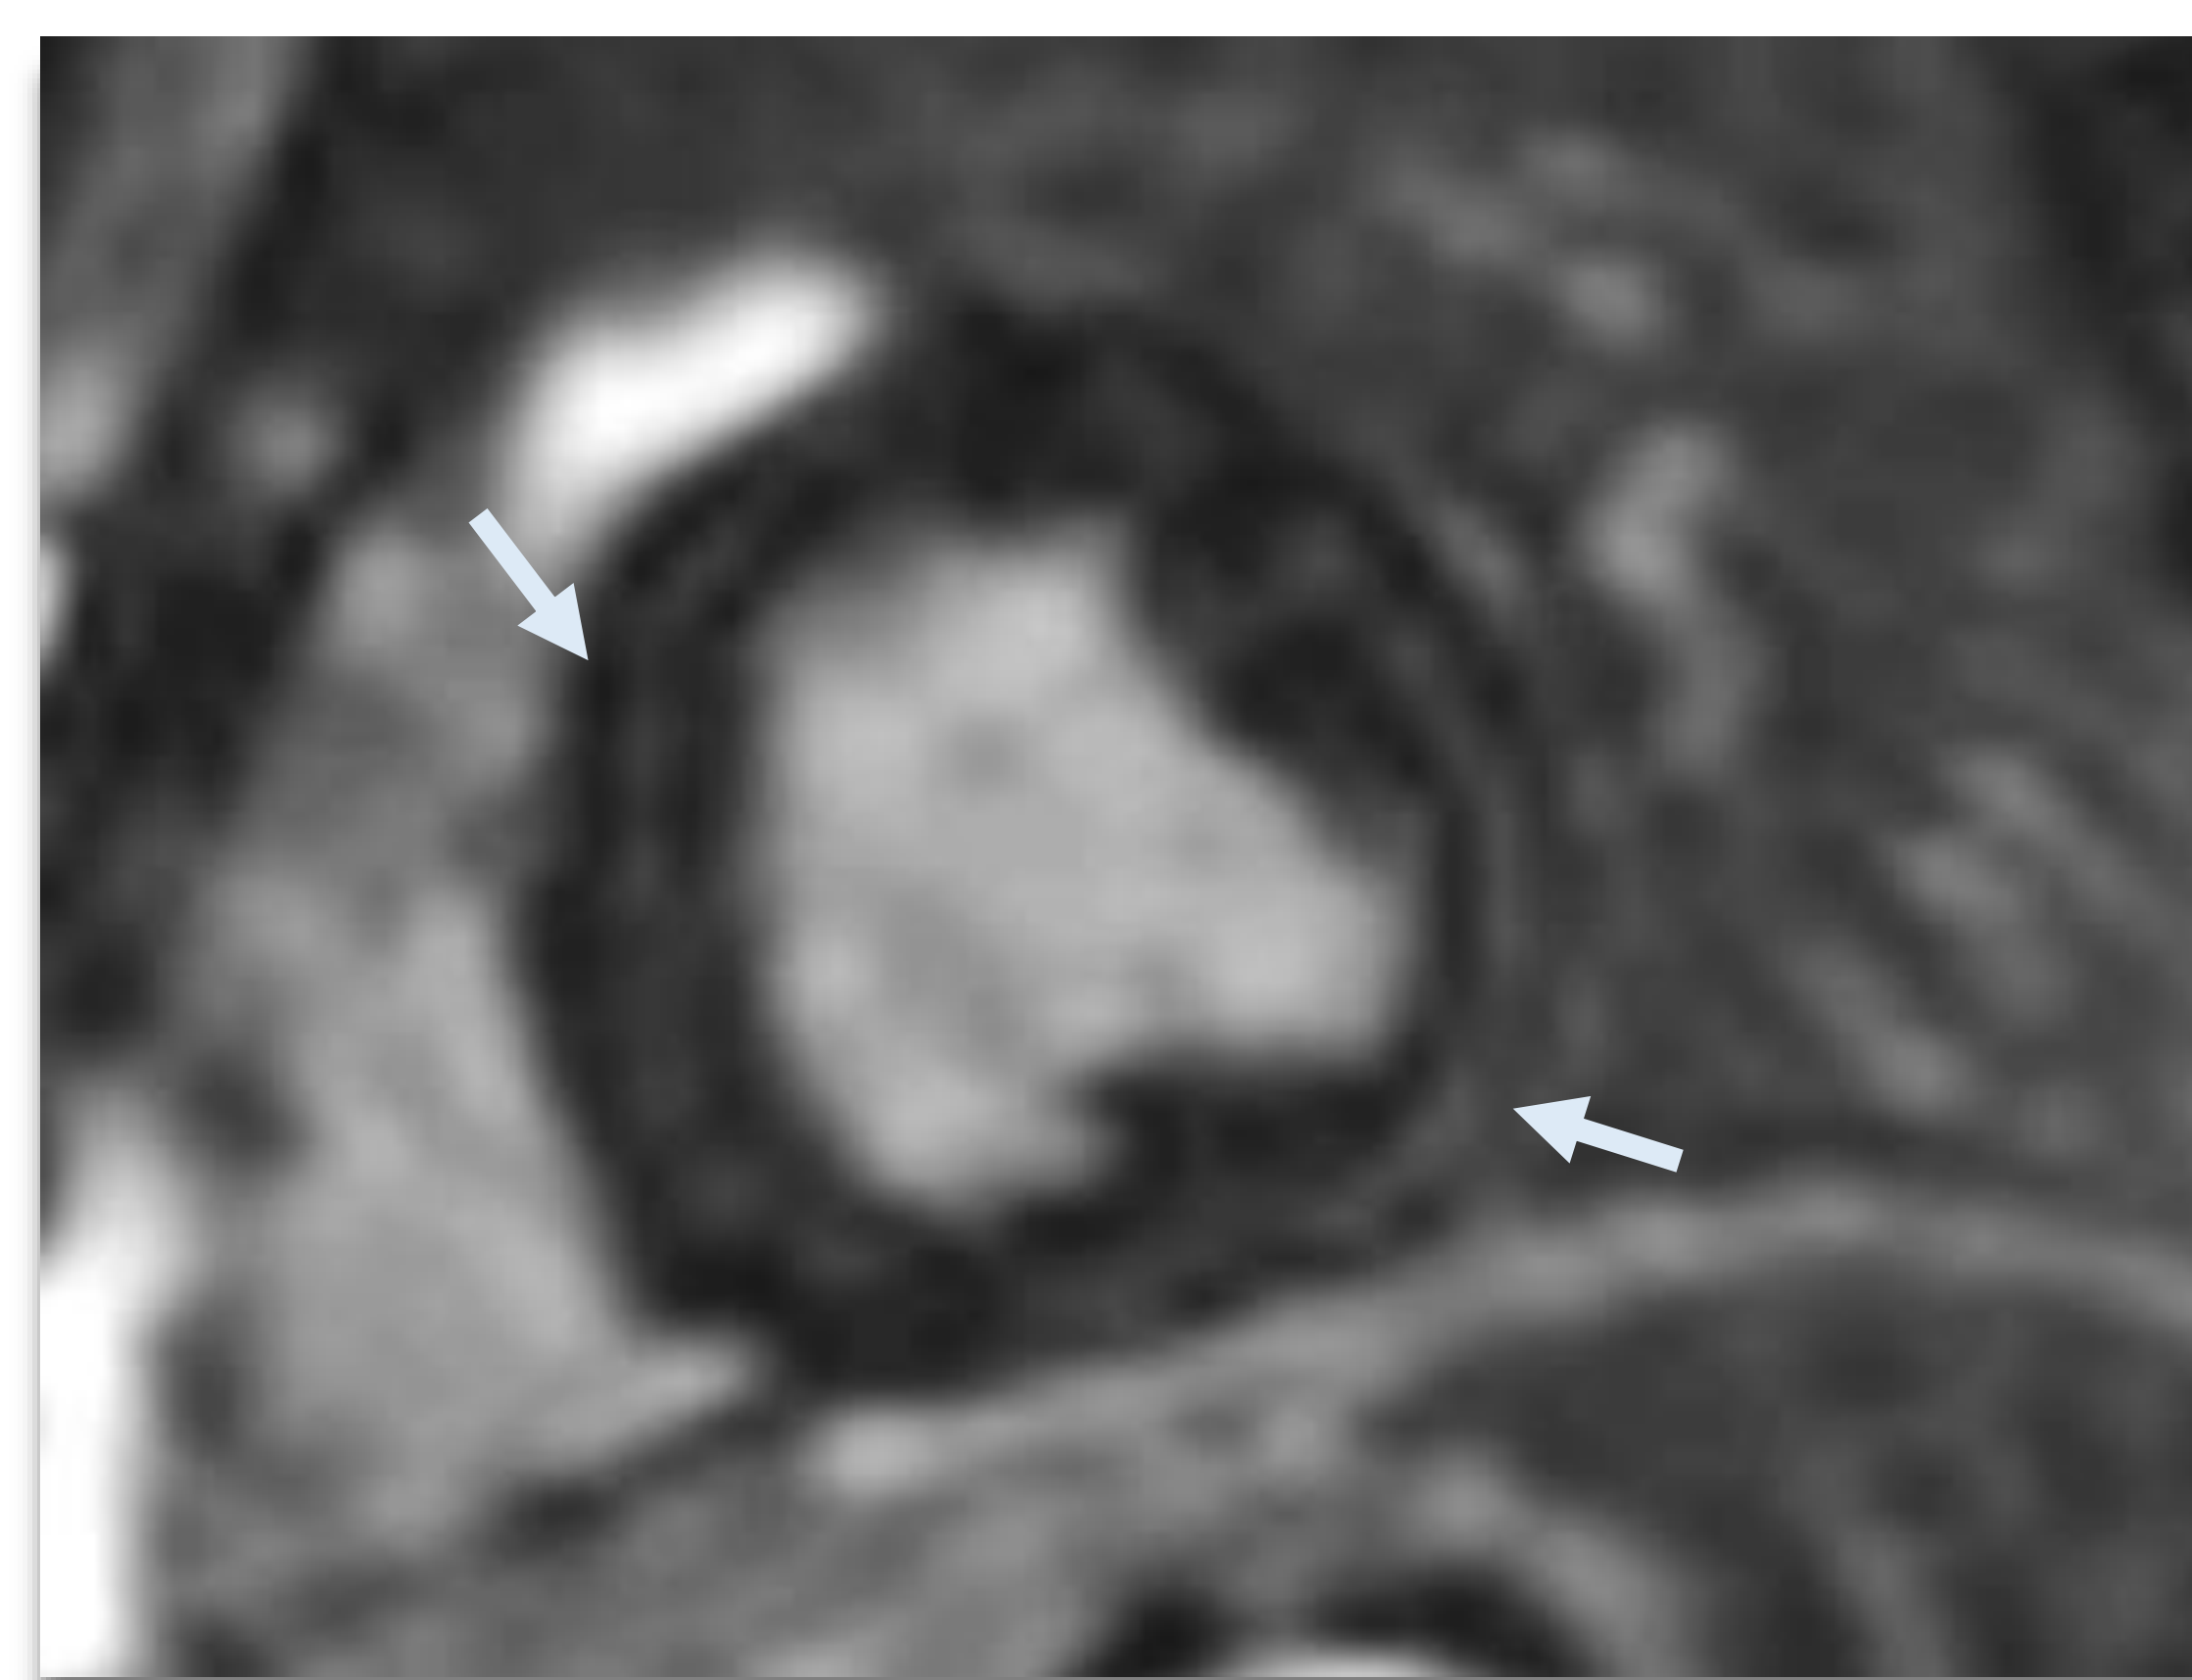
Paciente de la Figura 1. Imagen de RM cardíaca realizada 1 mes después del ingreso que muestra tenue hiperintensidad de señal en la secuencia de realce tardío en eje corto a nivel subepicárdico lateral y en segmento inferolateral basal así como intramiocárdico septal lineal (flechas), compatible con miocarditis en resolución.
